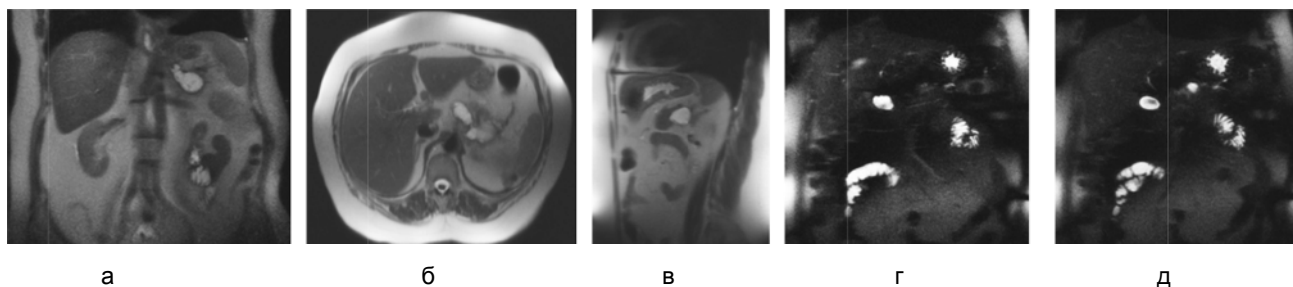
МРТ пациентки 55 лет через 9 месяцев после приступа острого панкреатита:
